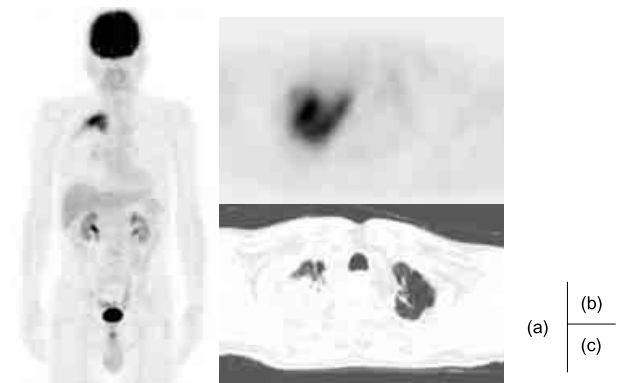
症例2. 右肺尖部の胸膜肥厚に一致して SUVmax8.1 の集積亢進を認めた。縦隔，肺門リンパ節への集積は見られなかった。(a)PET-MIP 像 (b)PET 画像 (c)CT 画像
